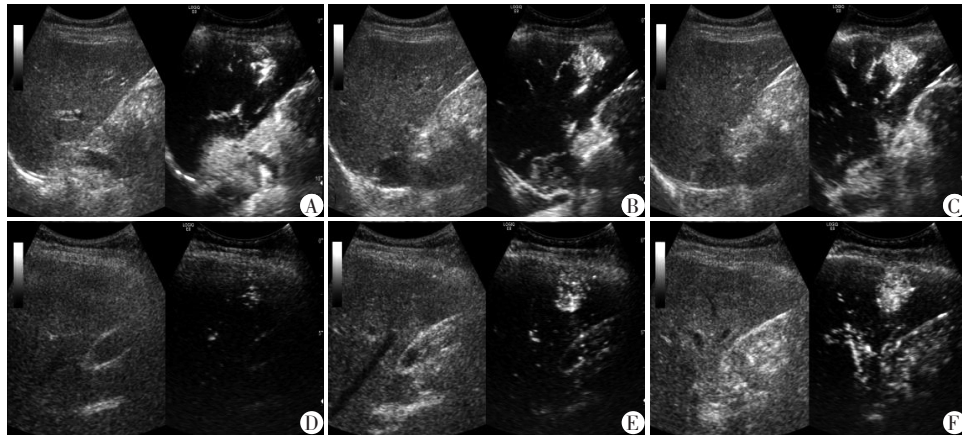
The contrast-enhanced ultrasonography in high differentiated liver lesions of SonoVue and Sonazoid
